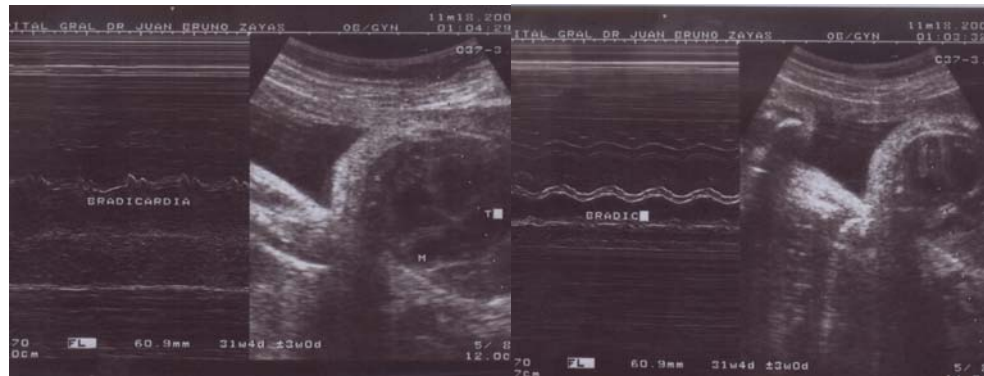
Ecocardiograma con bradicardia, cardiomegalia y dilatación biventricular*
